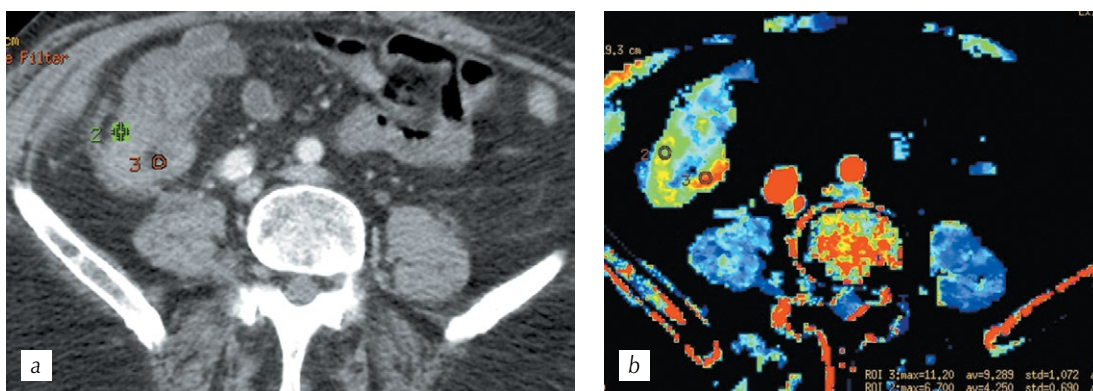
Спиральная компьютерная томография. Мультипланарная реконструкция в аксиальной плоскости в артериальную фазу сканирования (*a*) и перфузионная компьютерная томография, цветная параметрическая карта объема кровотока (*b*) с метками ROI 2 в наиболее васкуляризованном участке и ROI 3 в контралатеральной стенке кишки
